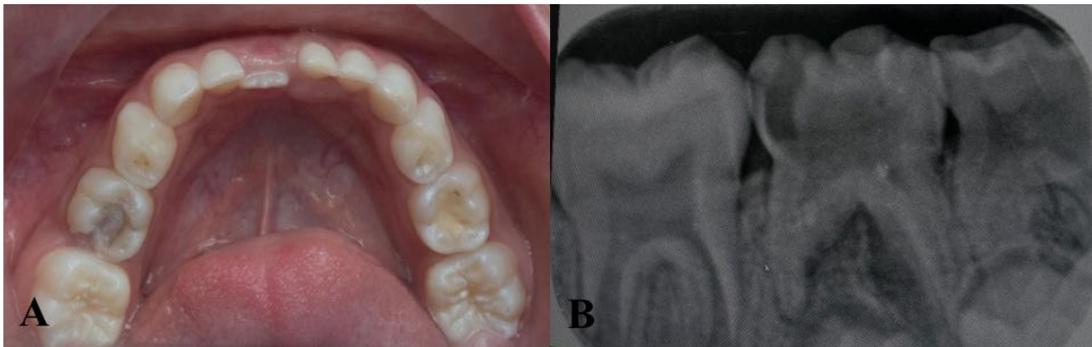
A. Fotografía intraoral inicial de unidad dental 75 con cavidad extensa. B. Radiografía inicial.
